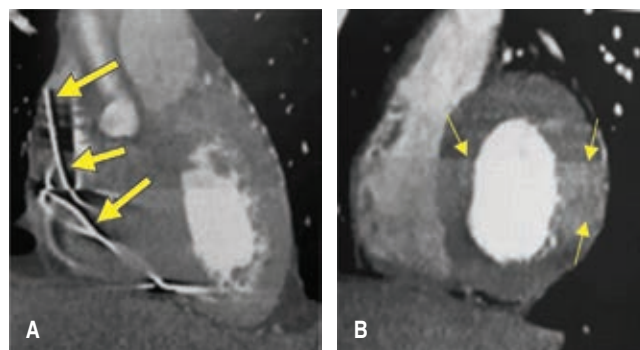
A) Muestra endurecimiento del haz junto con movimiento cardíaco. B) Artefacto por movimiento cardíaco con áreas escalonadas y borrosas que pueden simular un dato de isquemia. Achenbach S, Arbab-Zadeh A, Cury RC, Poon M, Weigold WG. SCCT Cardiovascular CT board prep. 2nd ed. Washington DC: Society of Cardiovascular Computed Tomography; 2011.
